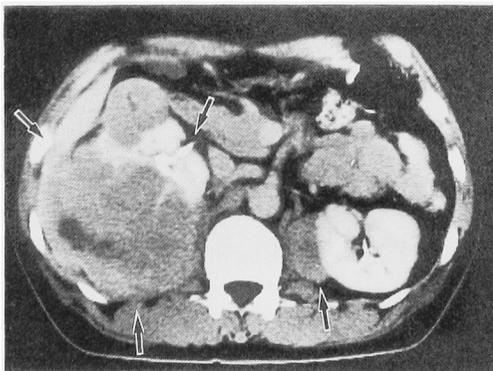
CT shows retroperitoneal tumor.
